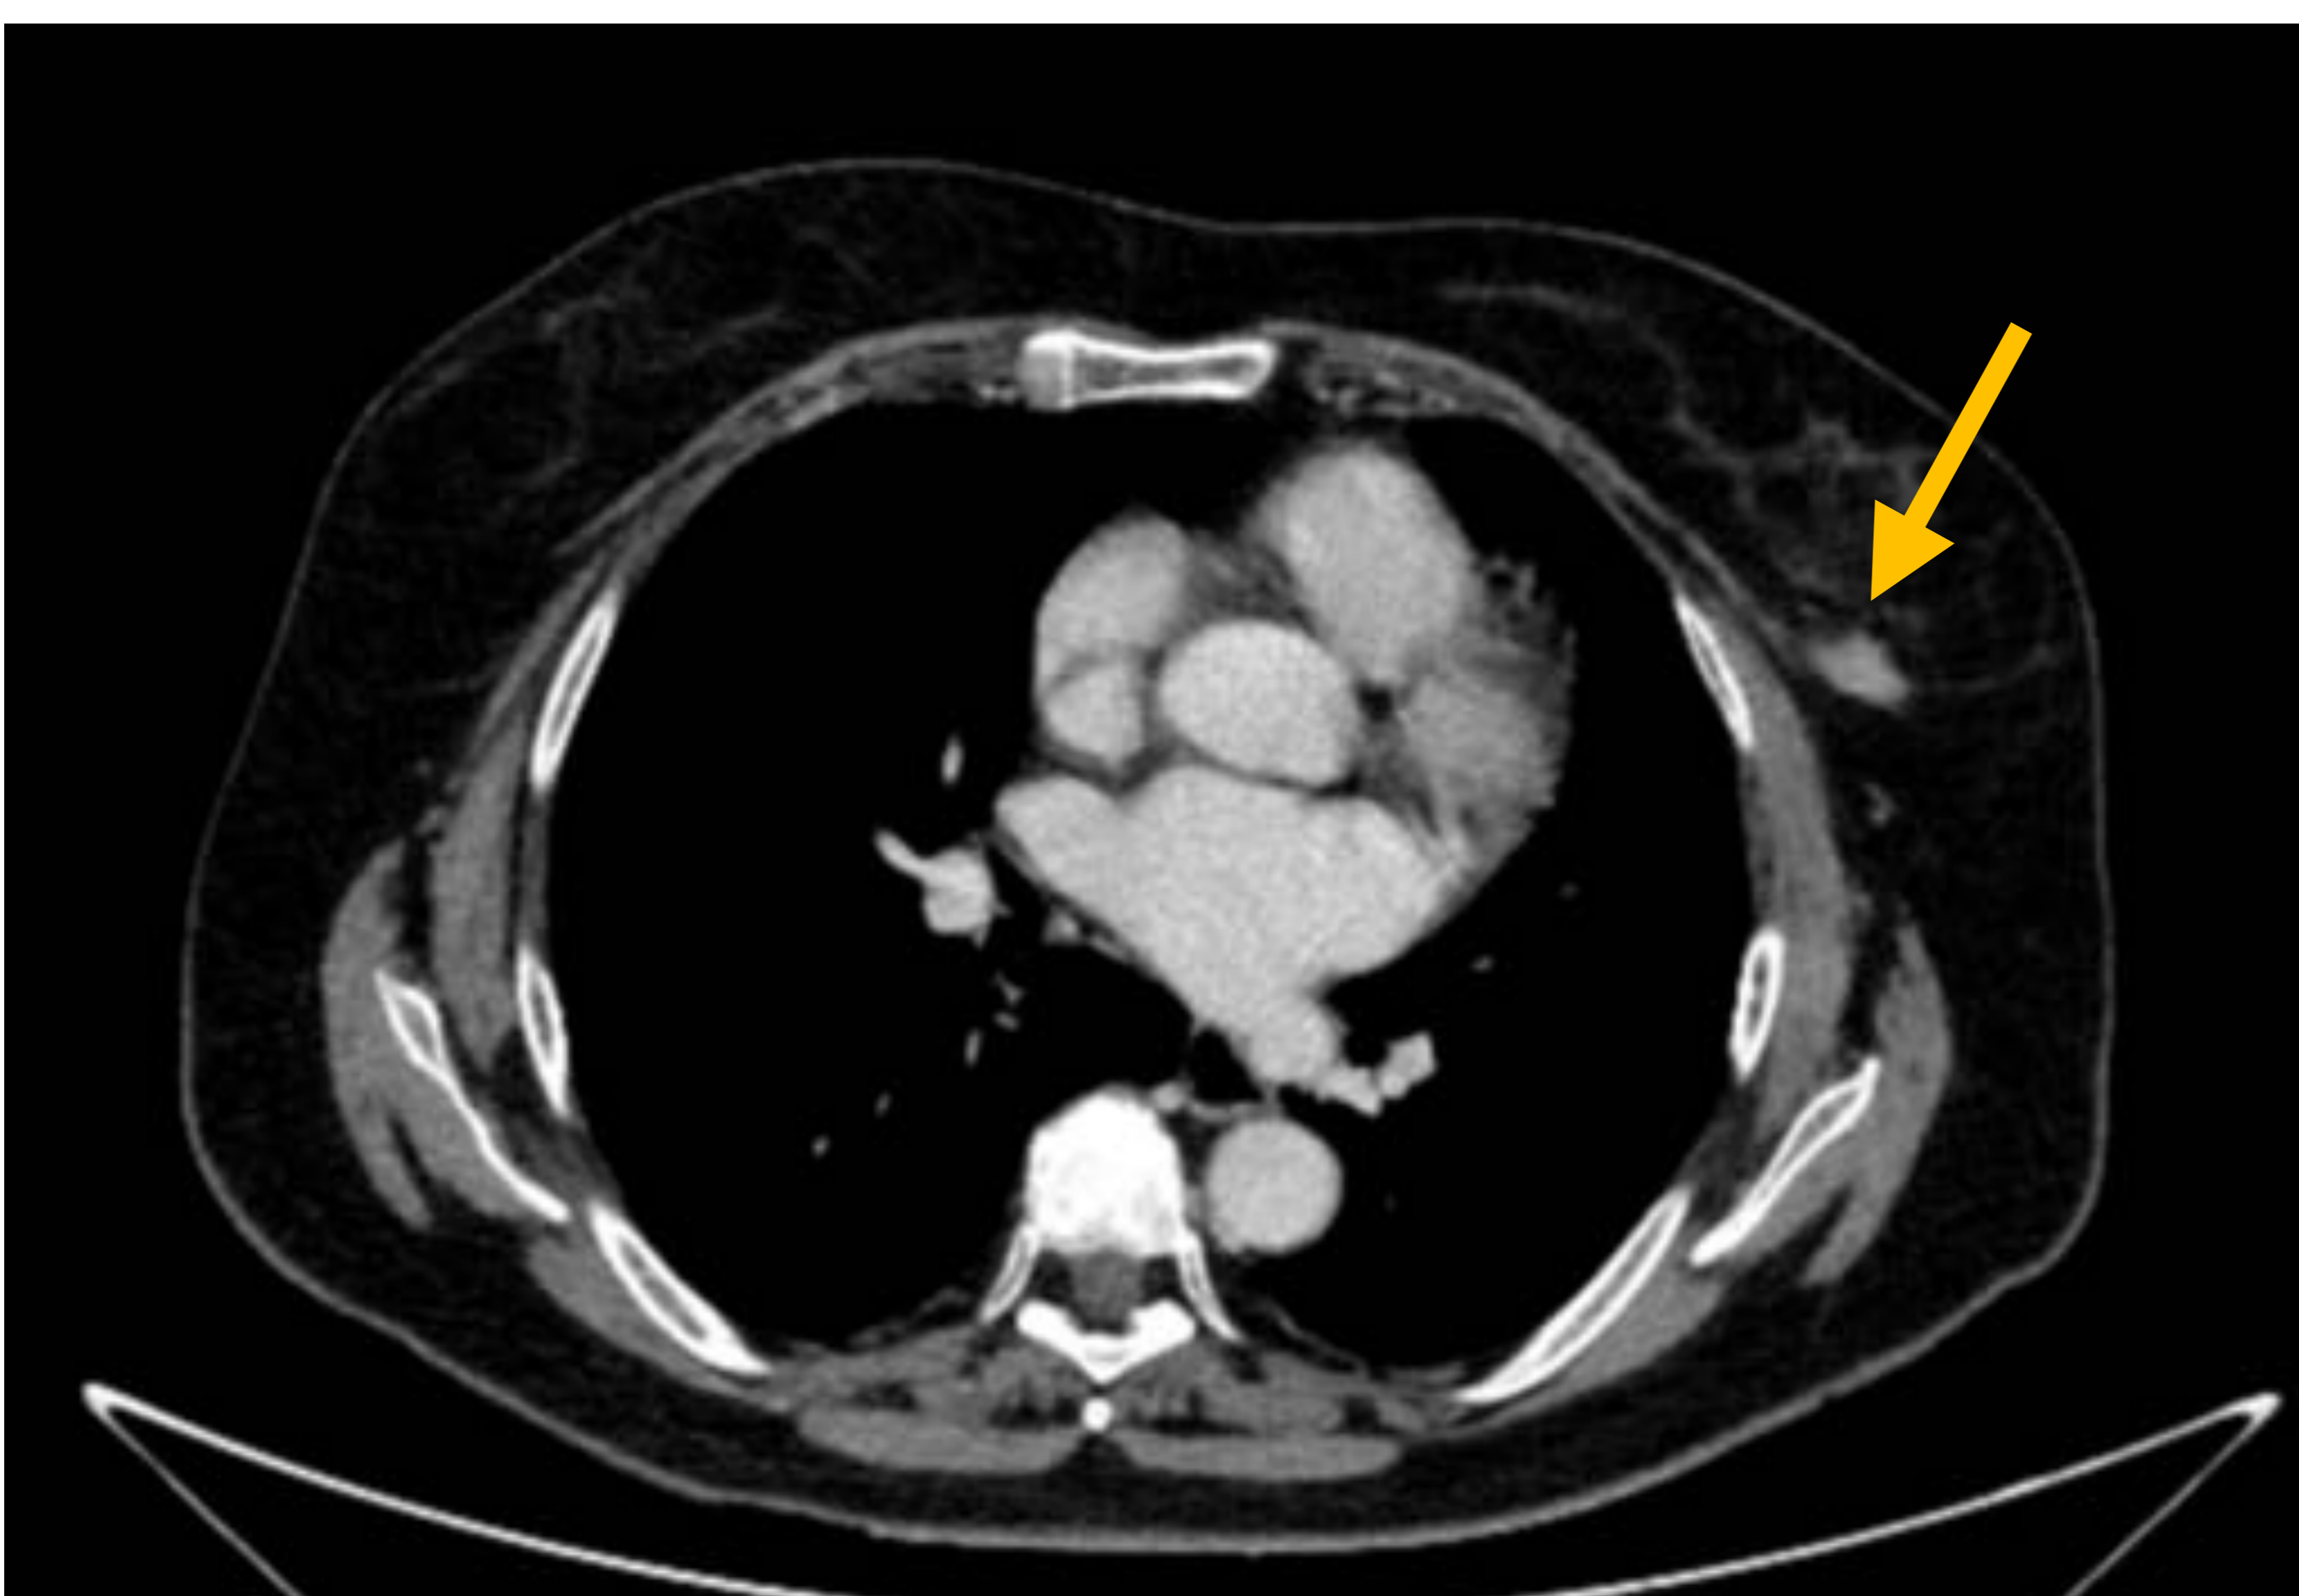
TC axial con contraste. Mujer de 73 años en seguimiento por Linfoma no Hodgkin, con aparición de un área nodular en cuadrante inferoexterno de mama izquierda.
